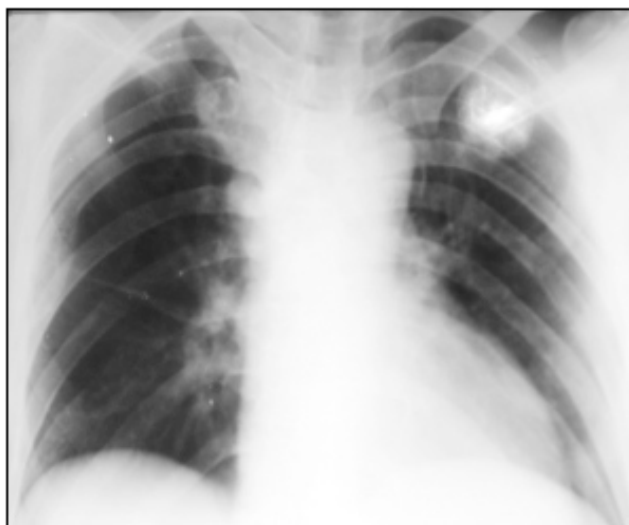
Рентгенограмма больного ММ IIIA стадии в прямой проекции. Множественные деструкции ребер. Опухоли исходящие из ребер.
